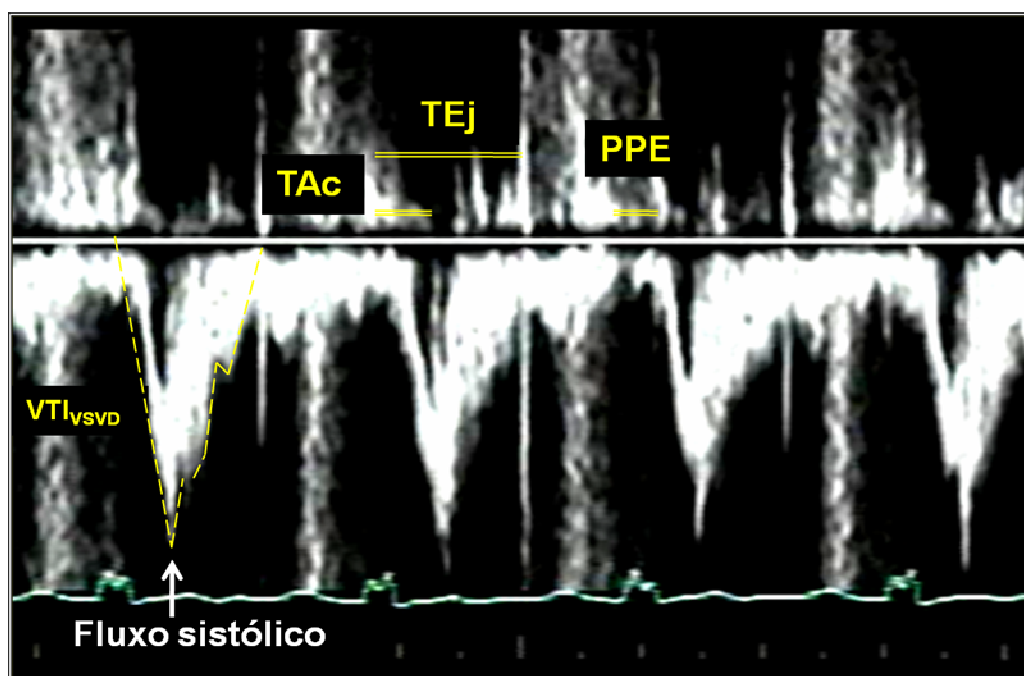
Curva espectral do Doppler pulsátil ilustrando o fluxo pulmonar e a obtenção do tempo de aceleração (TAc), tempo de ejeção (TEj), período pré-ejetivo (PPE) e integral velocidade-tempo do componente sistólico (via de saída do ventrículo direito, VTI_{VSD}).
